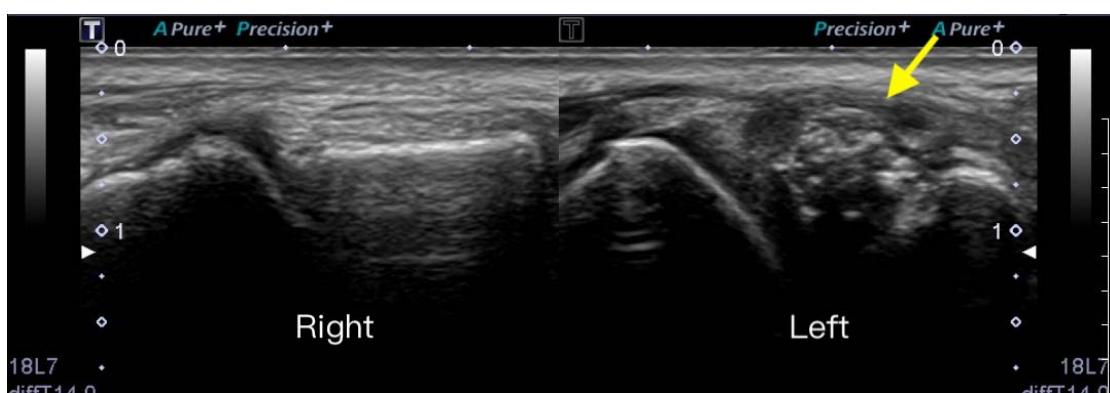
雙側腳踝超音波檢查：黃色箭頭所指為左側除發炎所造成的積液外，在舟狀骨背側面，發現有一獨立於舟狀骨的小塊骨頭，呈現高回音性、形狀不規則，並具有完整骨膜。
